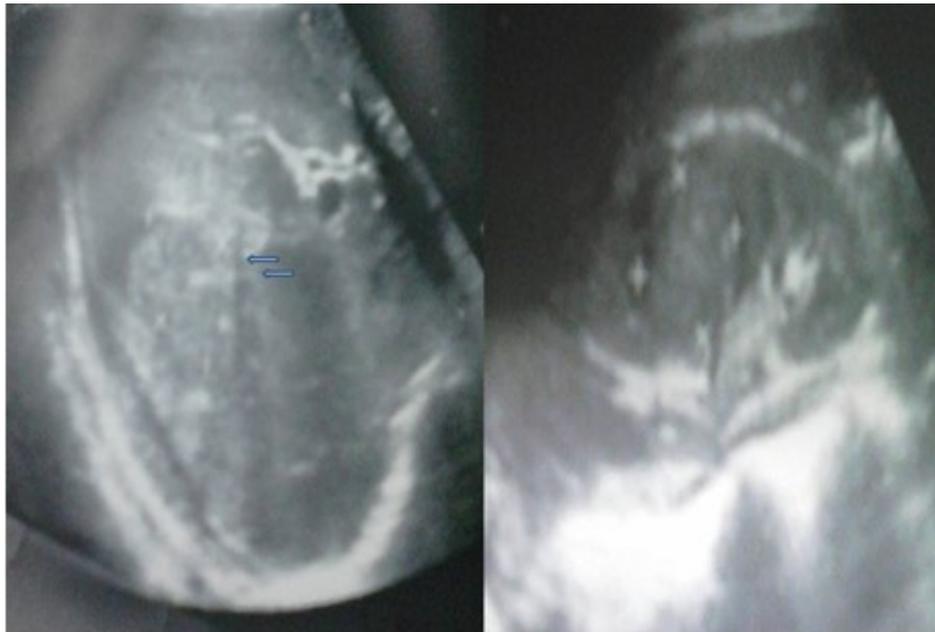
Ecografía abdominal evolutiva (siete días).
